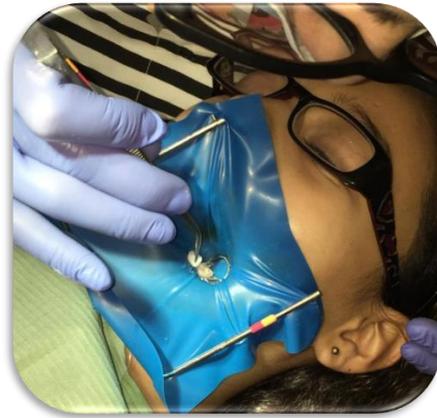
Aislado absoluto del diente con dique de hule, grapa y arco de Young a y b. Se realizó la preparación del órgano dental #36 realizando un recubrimiento pulpar indirecto; utilizando la pieza de baja velocidad con fresa bola #4, se removió la dentina infectada. c. Se toma una cápsula de Silicato Tricálcico (Biodentine™) y mezclar durante 30 segundos en el amalgamador. Aplicación del Silicato Tricálcico con la espátula presente en la caja junto con un porta-amalgama, se colocó en la preparación directamente sobre la cavidad expuesta evitando las burbujas de aire atrapadas. d. Para su restauración final, se realizó la restauración del esmalte con ionómero de vidrio Fuji IX d. Por último toma de radiografía final.
